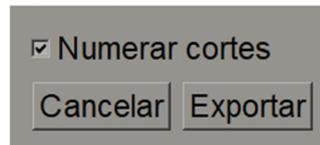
Cuadro de diálogo *Exportar ultrasonido de varios fotogramas*
